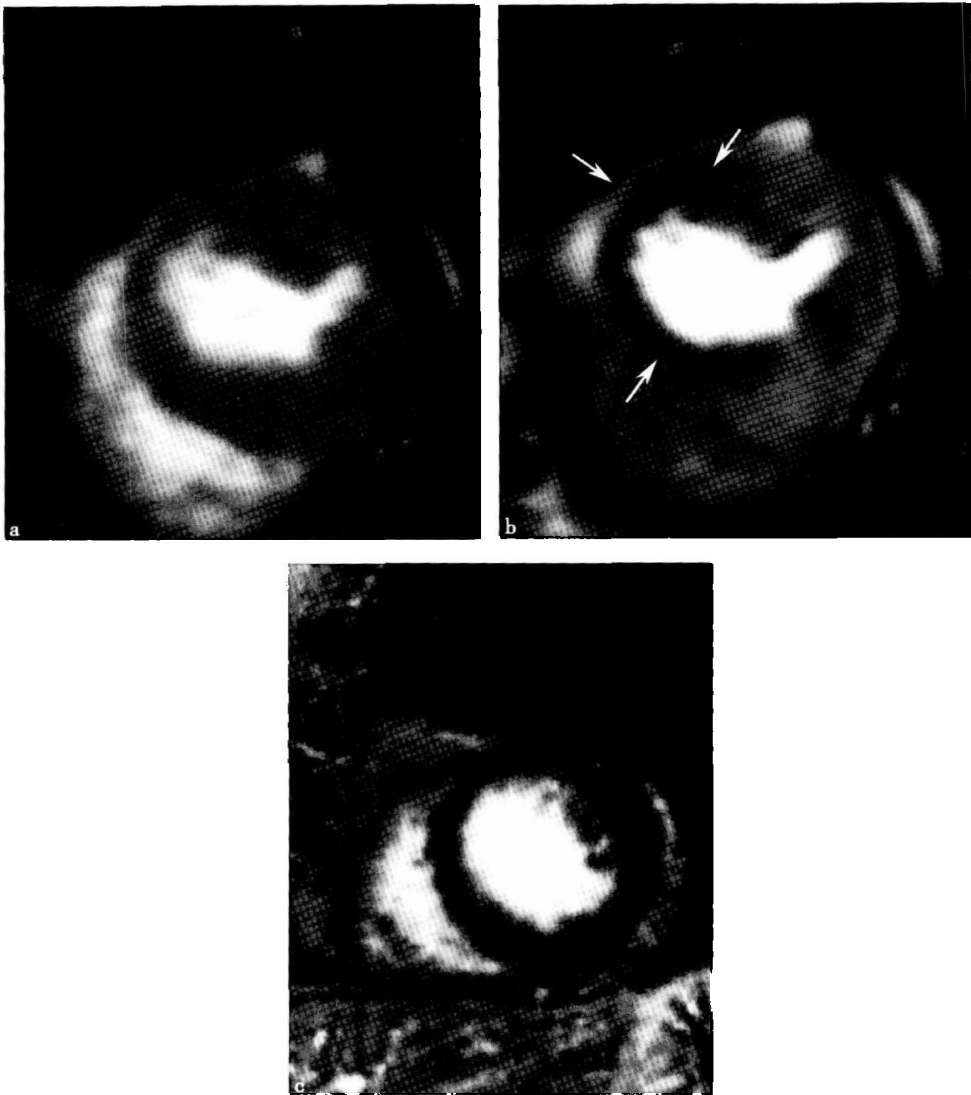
心肌缺血 MRI 灌注及延迟增强扫描
